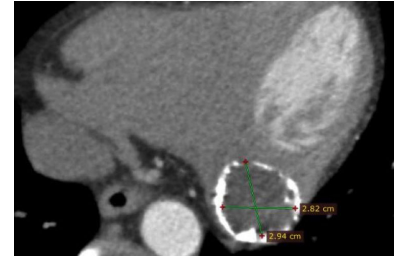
Calcified cystic mass in left ventricular posterior wall in cardiac CT.
